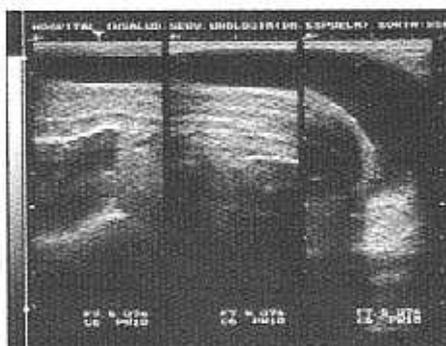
Uretrosonografía retrograda normal, corte longitudinal. Imagen típica en «bompa de elefante», con una luz uretral de calibre normal.
